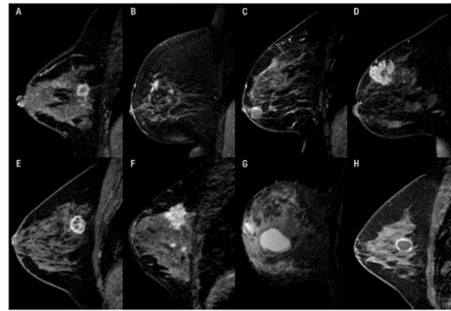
Imagen obtenida mediante resonancia magnetica
